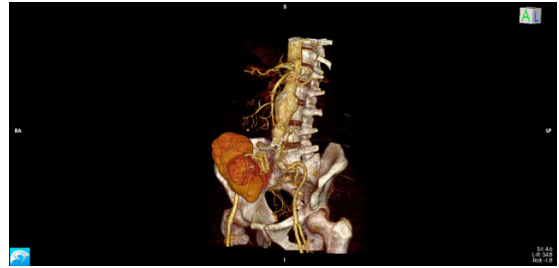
Angiotomography reconstruction showing the abdominal aortic aneurysm and the renal graft.
